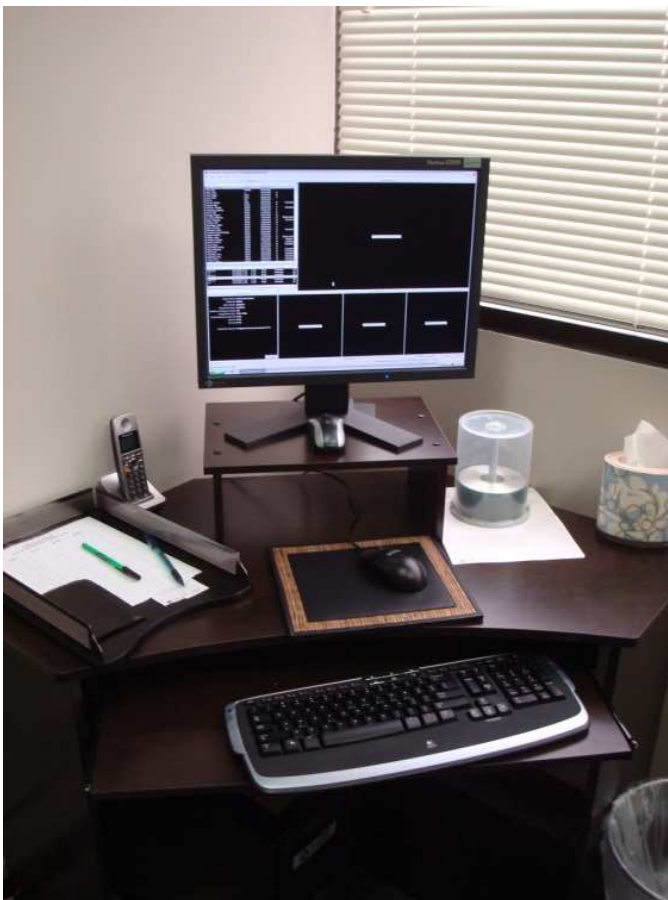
Controles computadorizados do equipamento CBCT
